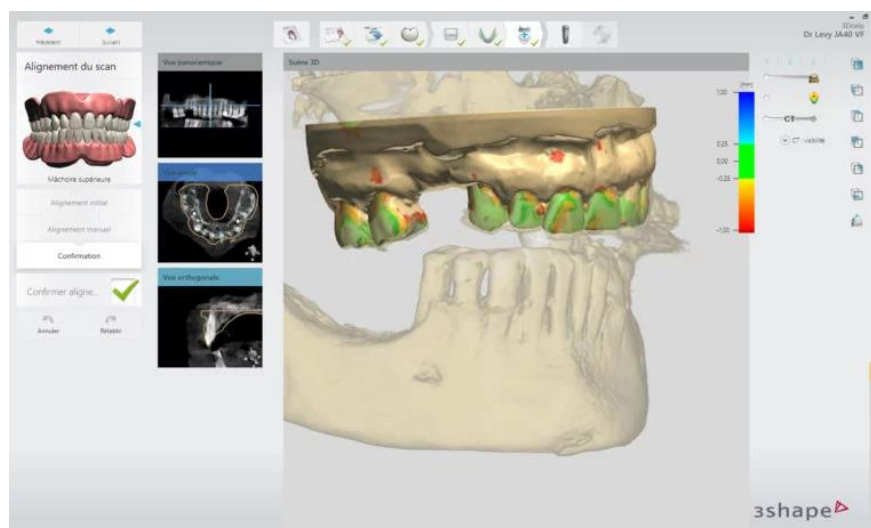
Superposition du cone beam avec le modèle virtuel
